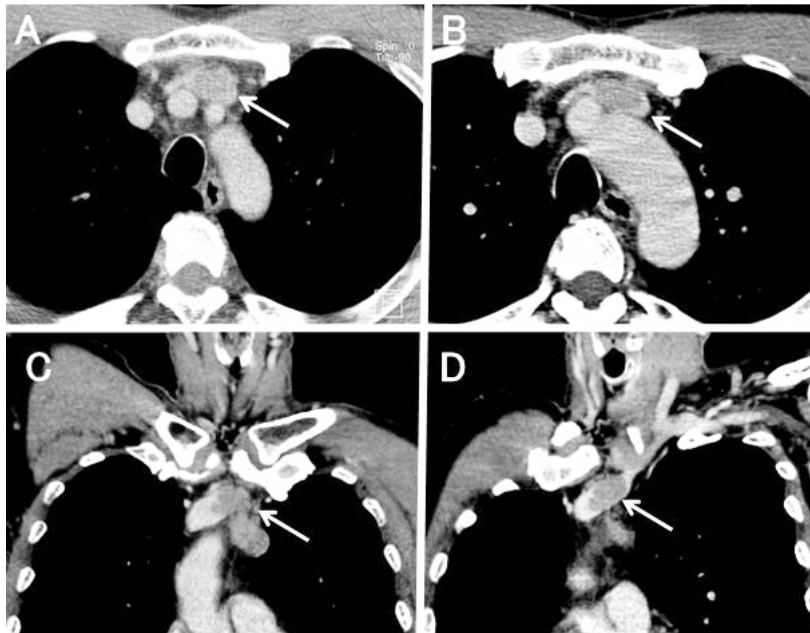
The chest CT showed 40X30mm tumor (arrow) infiltrating a brachiocephalic vein in the anterior mediastinum (Figure 1A-1D).
